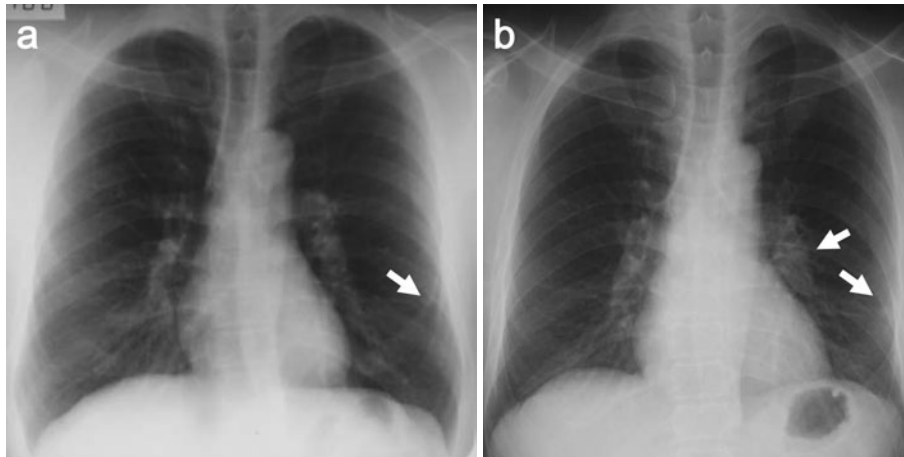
Chest X-ray. (a) A chest X-ray on the patient's return to Japan showed a small nodule in the left lower lung field (arrow). (b) A chest X-ray on admission showed unremarkable change of the nodule, but a left-sided hilar lymphadenopathy had developed (arrows).
